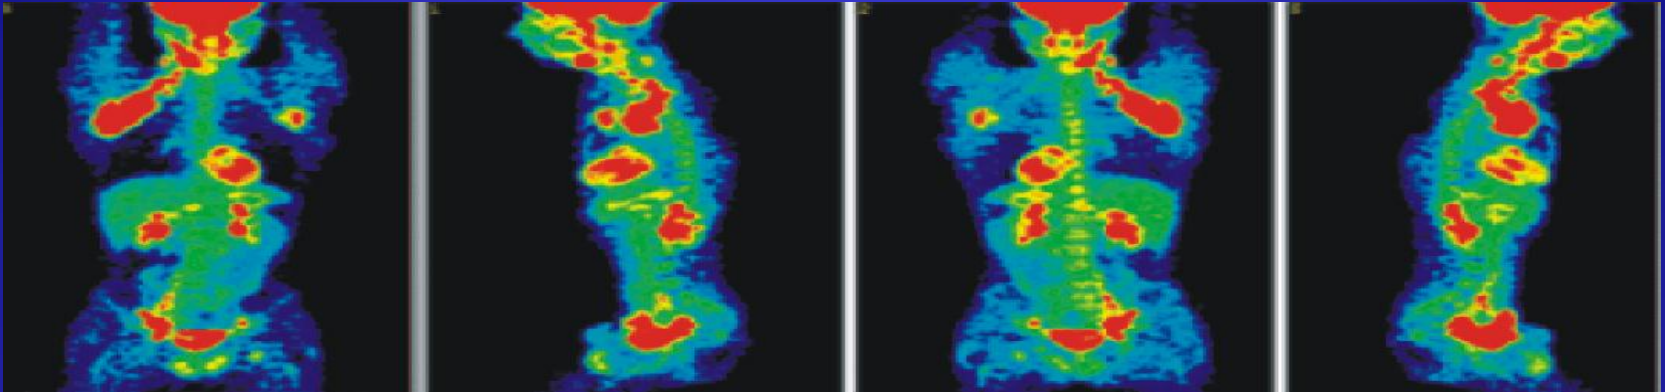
Obrazowanie jądrowe (PET and SPECT)
